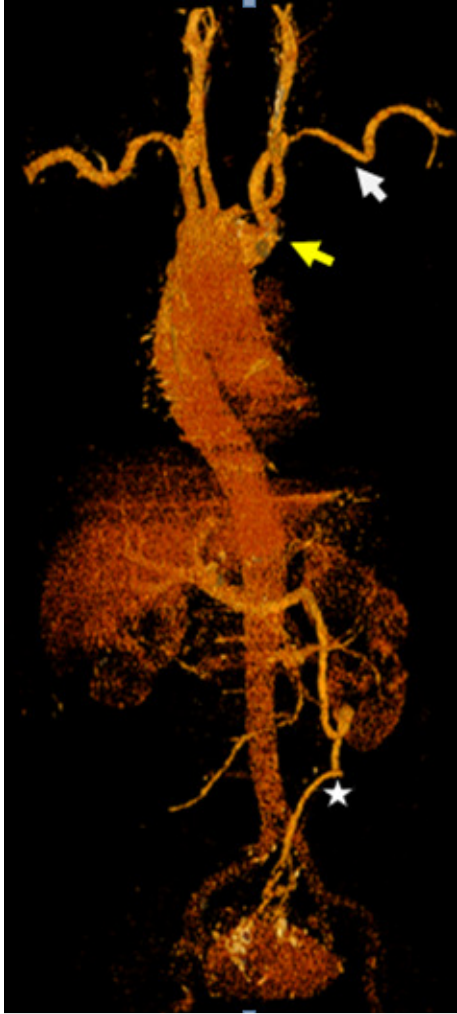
Coupe TDM coronale thoraco-abdomino-pélvienne en Reconstruction angio-VRT objectivant un arc aortique droit avec artère sous Clavière gauche aberrante (flèche blanche), prenant naissance d'un diverticule postérieur de « kommerel » (flèche jaune). Mise en évidence également d'une veine splénique longue et tortueuse (étoile) qui rejoint la veine mésentérique inférieure
